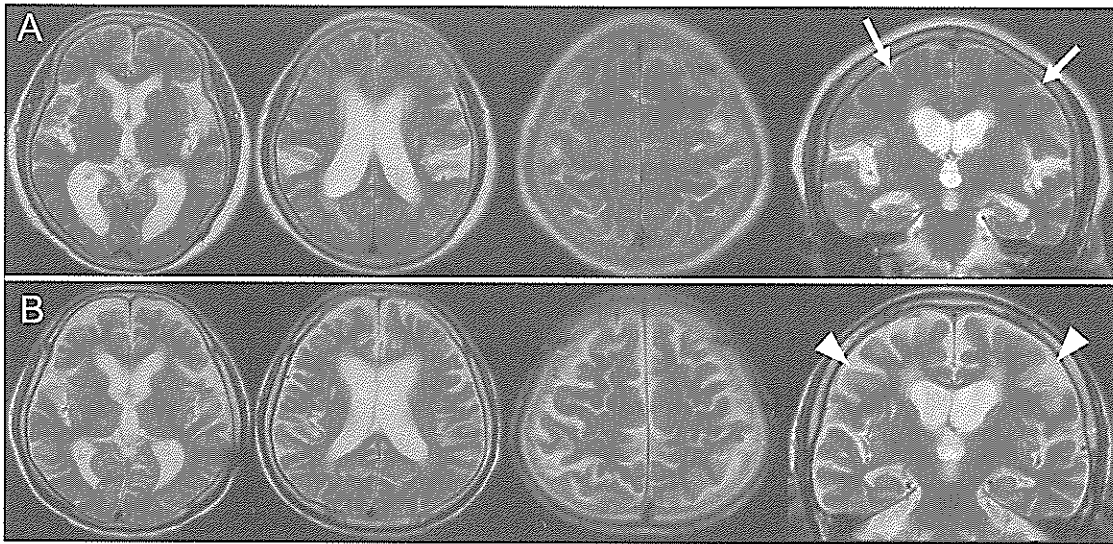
特発性正常圧水頭症 (iNPH) と脳萎縮のMRIによる鑑別
